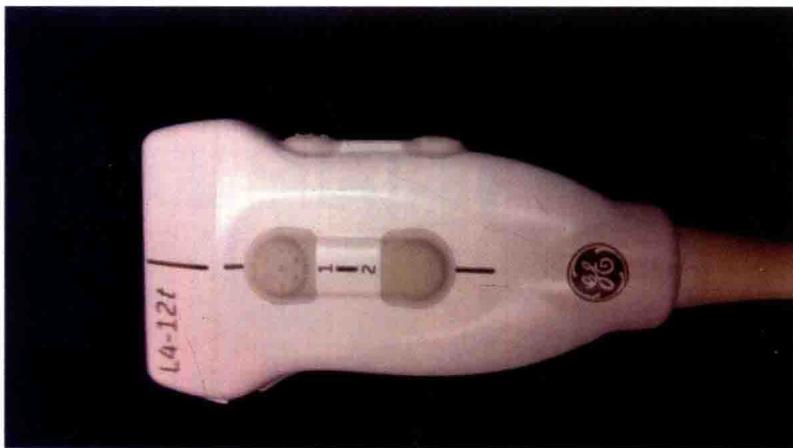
线阵探头: GE 公司 LoGIQ e 超声仪的 L4-12t-RS 宽频线阵探头(4.2~13MHz)。
